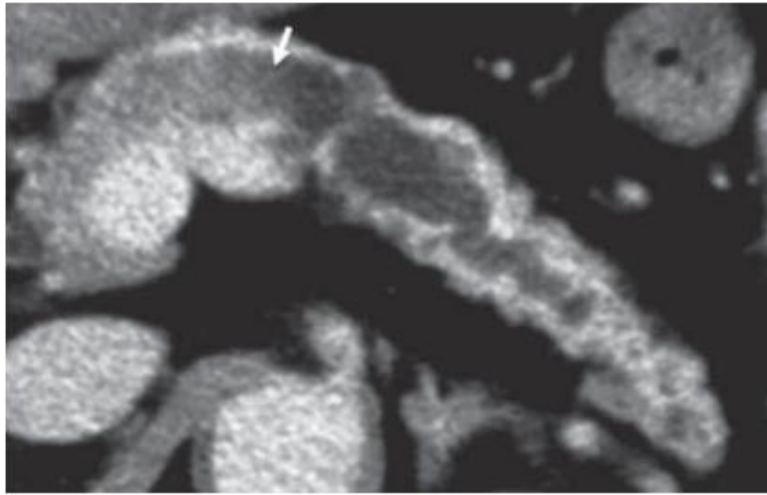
CT scan แสดงถึงการ dilate ของ main pancreatic duct ร่วมกับ mural nodule (arrow) ในผู้ป่วย MD-IPMN
